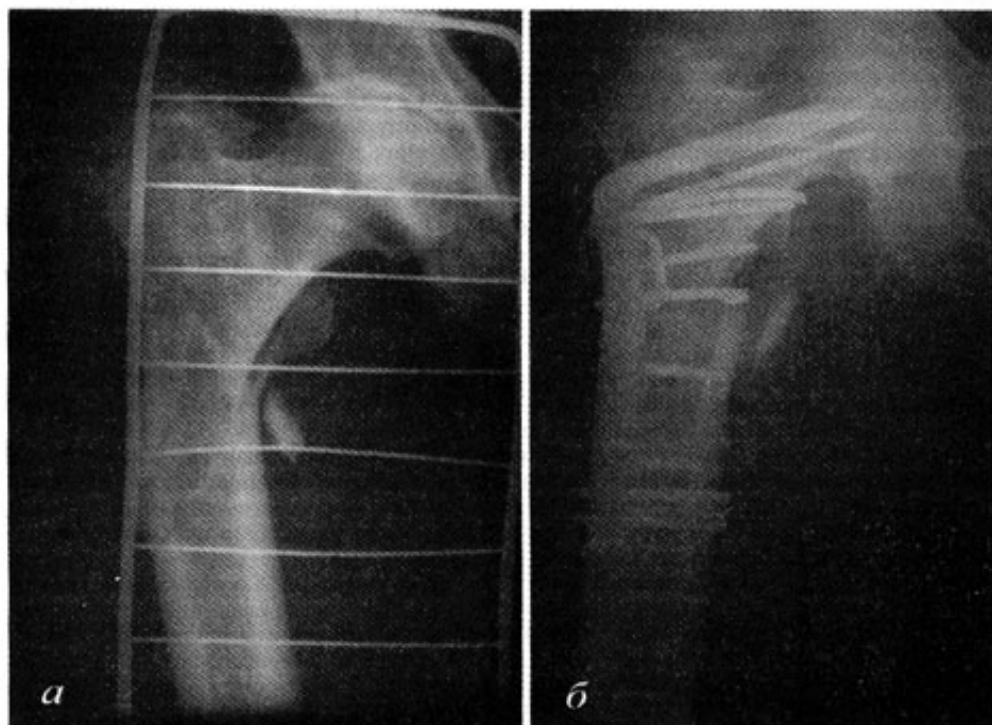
Рентгенограмма больного У., 55 лет, с оскольчатым переломом вертельной зоны (тип А2) бедренной кости: *a* – до операции; *б* – через 17 дней после накостного остеосинтеза
